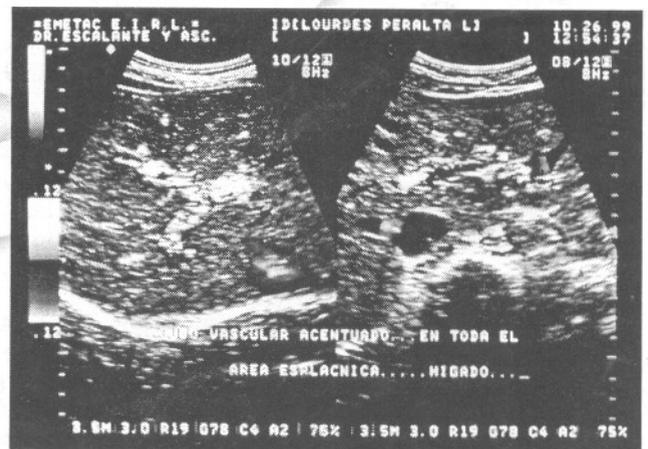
ECO doppler hepático
